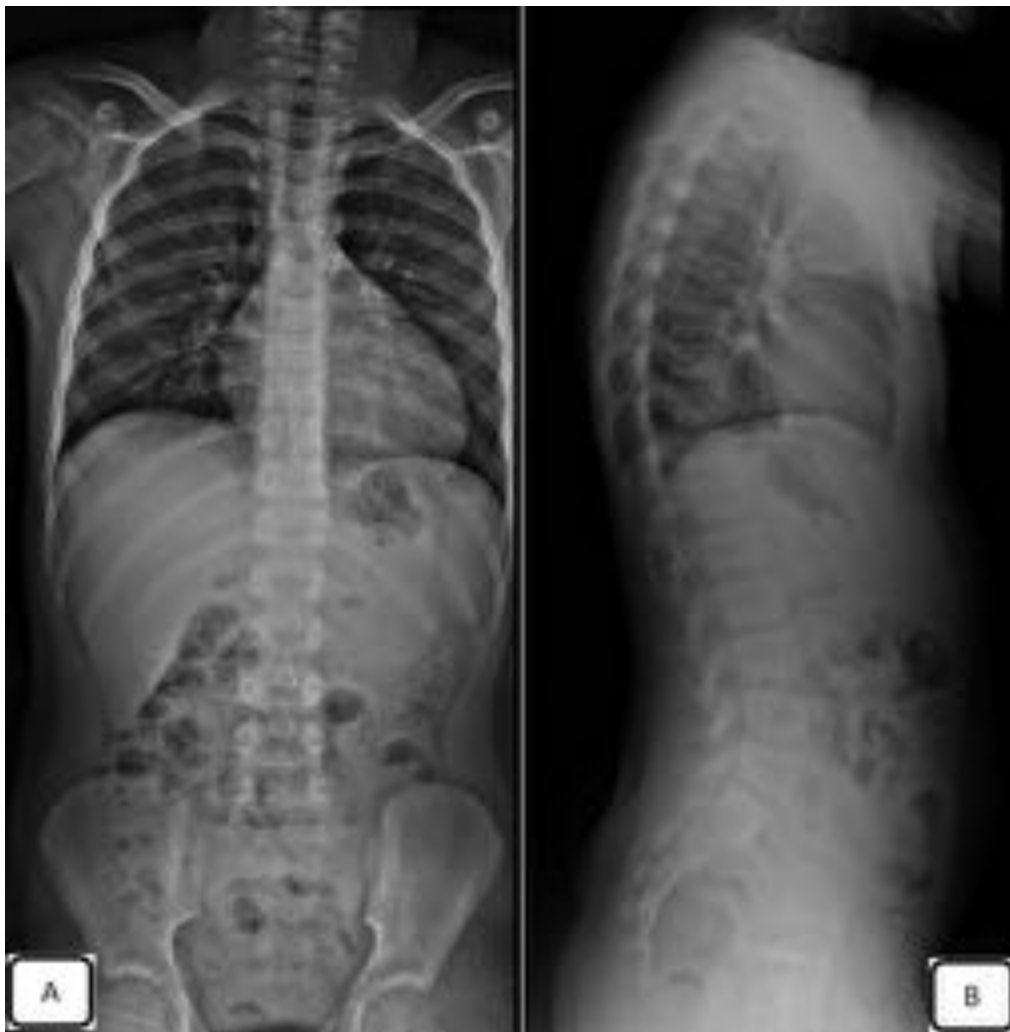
Radiografía simple de columna dorsolumbar anteroposterior (A) y lateral (B). En la proyección anteroposterior podemos valorar en la columna dorsal, la línea paraespinal izquierda, que está formada por la interfase entre los tejidos blandos paravertebrales y el pulmón adyacente. En una radiografía sin alteraciones en columna dorsal, debe encontrarse en íntima relación con los cuerpos vertebrales. Tanto en el lado derecho en región dorsal y en columna lumbar, no existe línea paraespinal.
